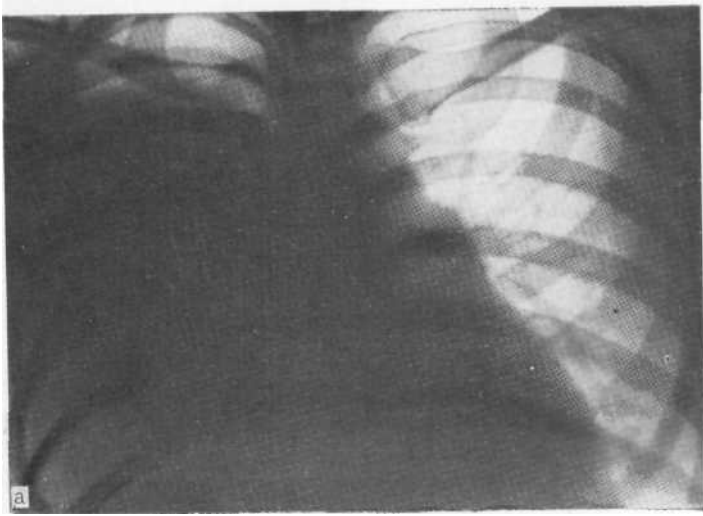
Рентгенограммы в прямой (а) и правой боковой (б) проекции больной, у которой заподозрен центральный рак или хроническая неспецифическая пневмония нижней доли справа. Диагноз осумкованного экссудативного плеврита подтвержден с помощью пункции.
